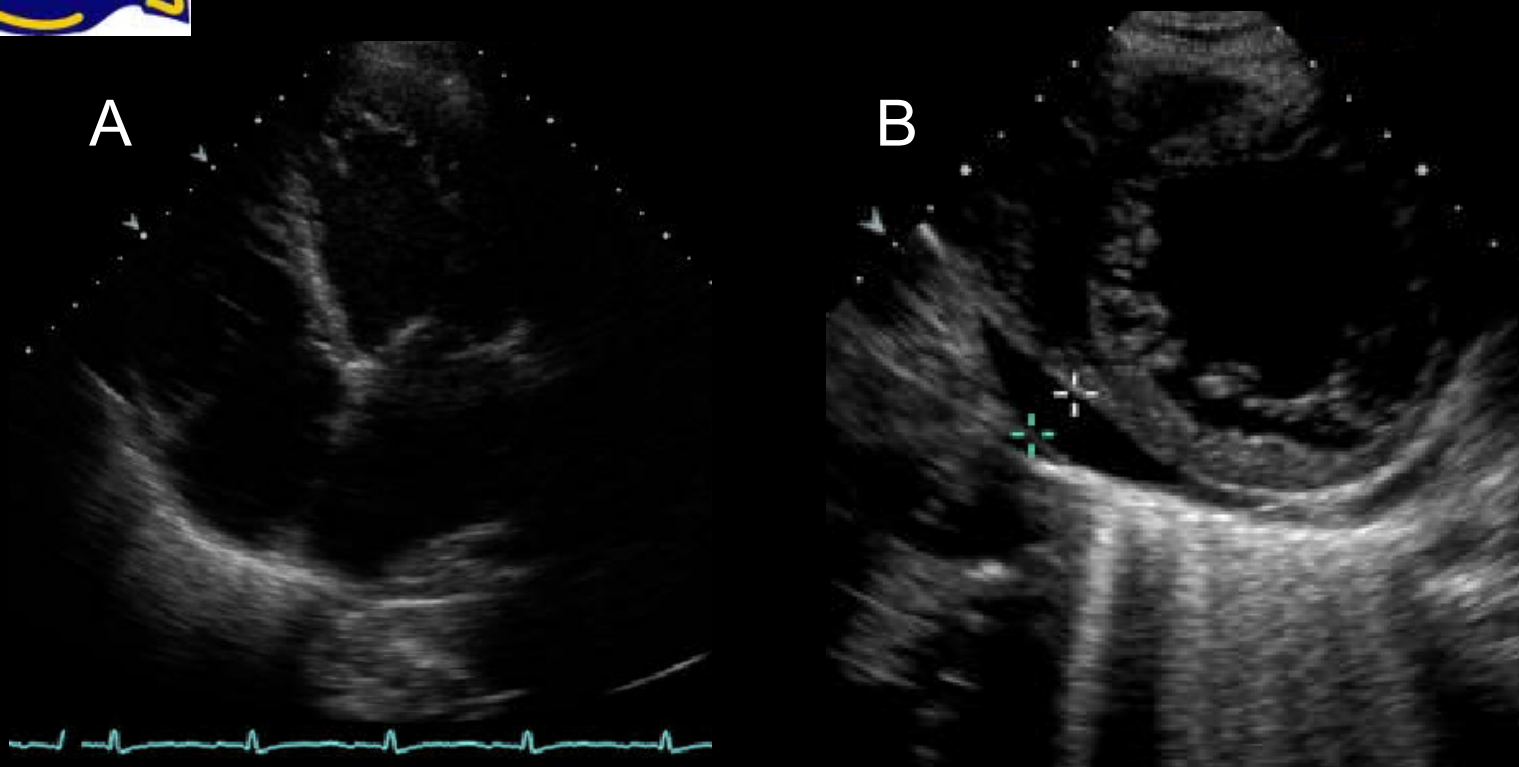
Ecocardiograma: A) Eje de cuatro cámaras y B) eje corto. Disfunción sistólica severa global, dilatación de cavidades cardíacas y marcada hipertrabeculación miocárdica en todos los segmentos medios y apicales. Derrame pericardico.
